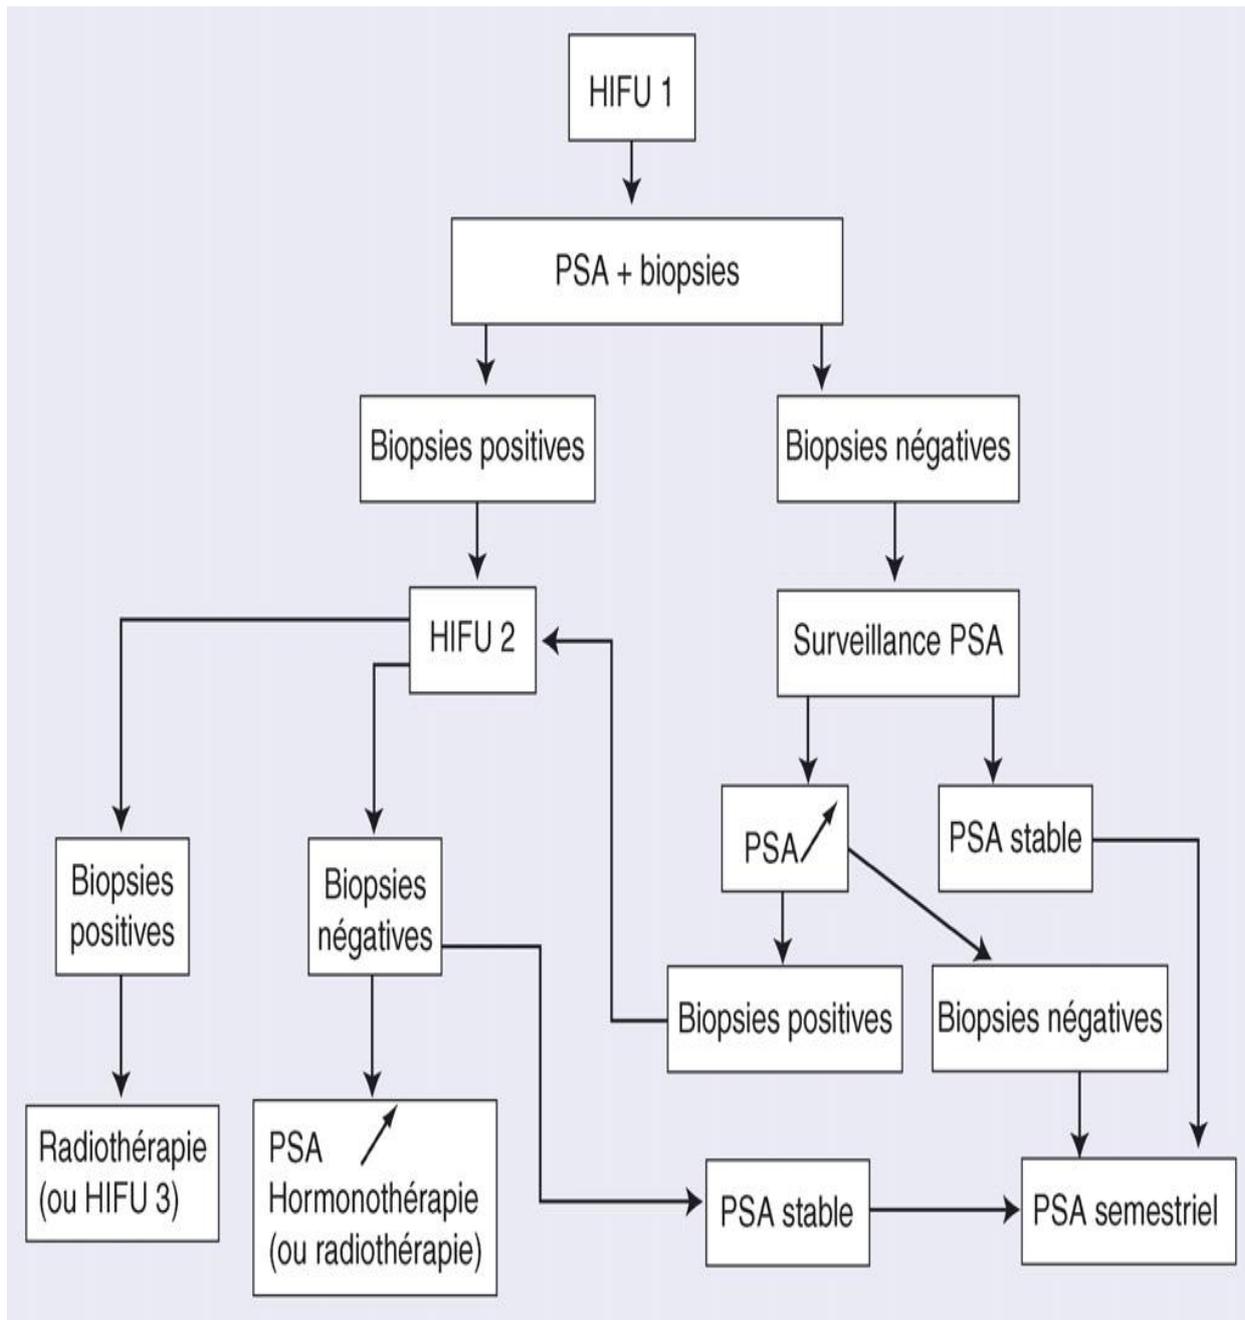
Arbre décisionnel. Suivi post-HIFU (ultrasons focalisés de haute intensité). [106]
